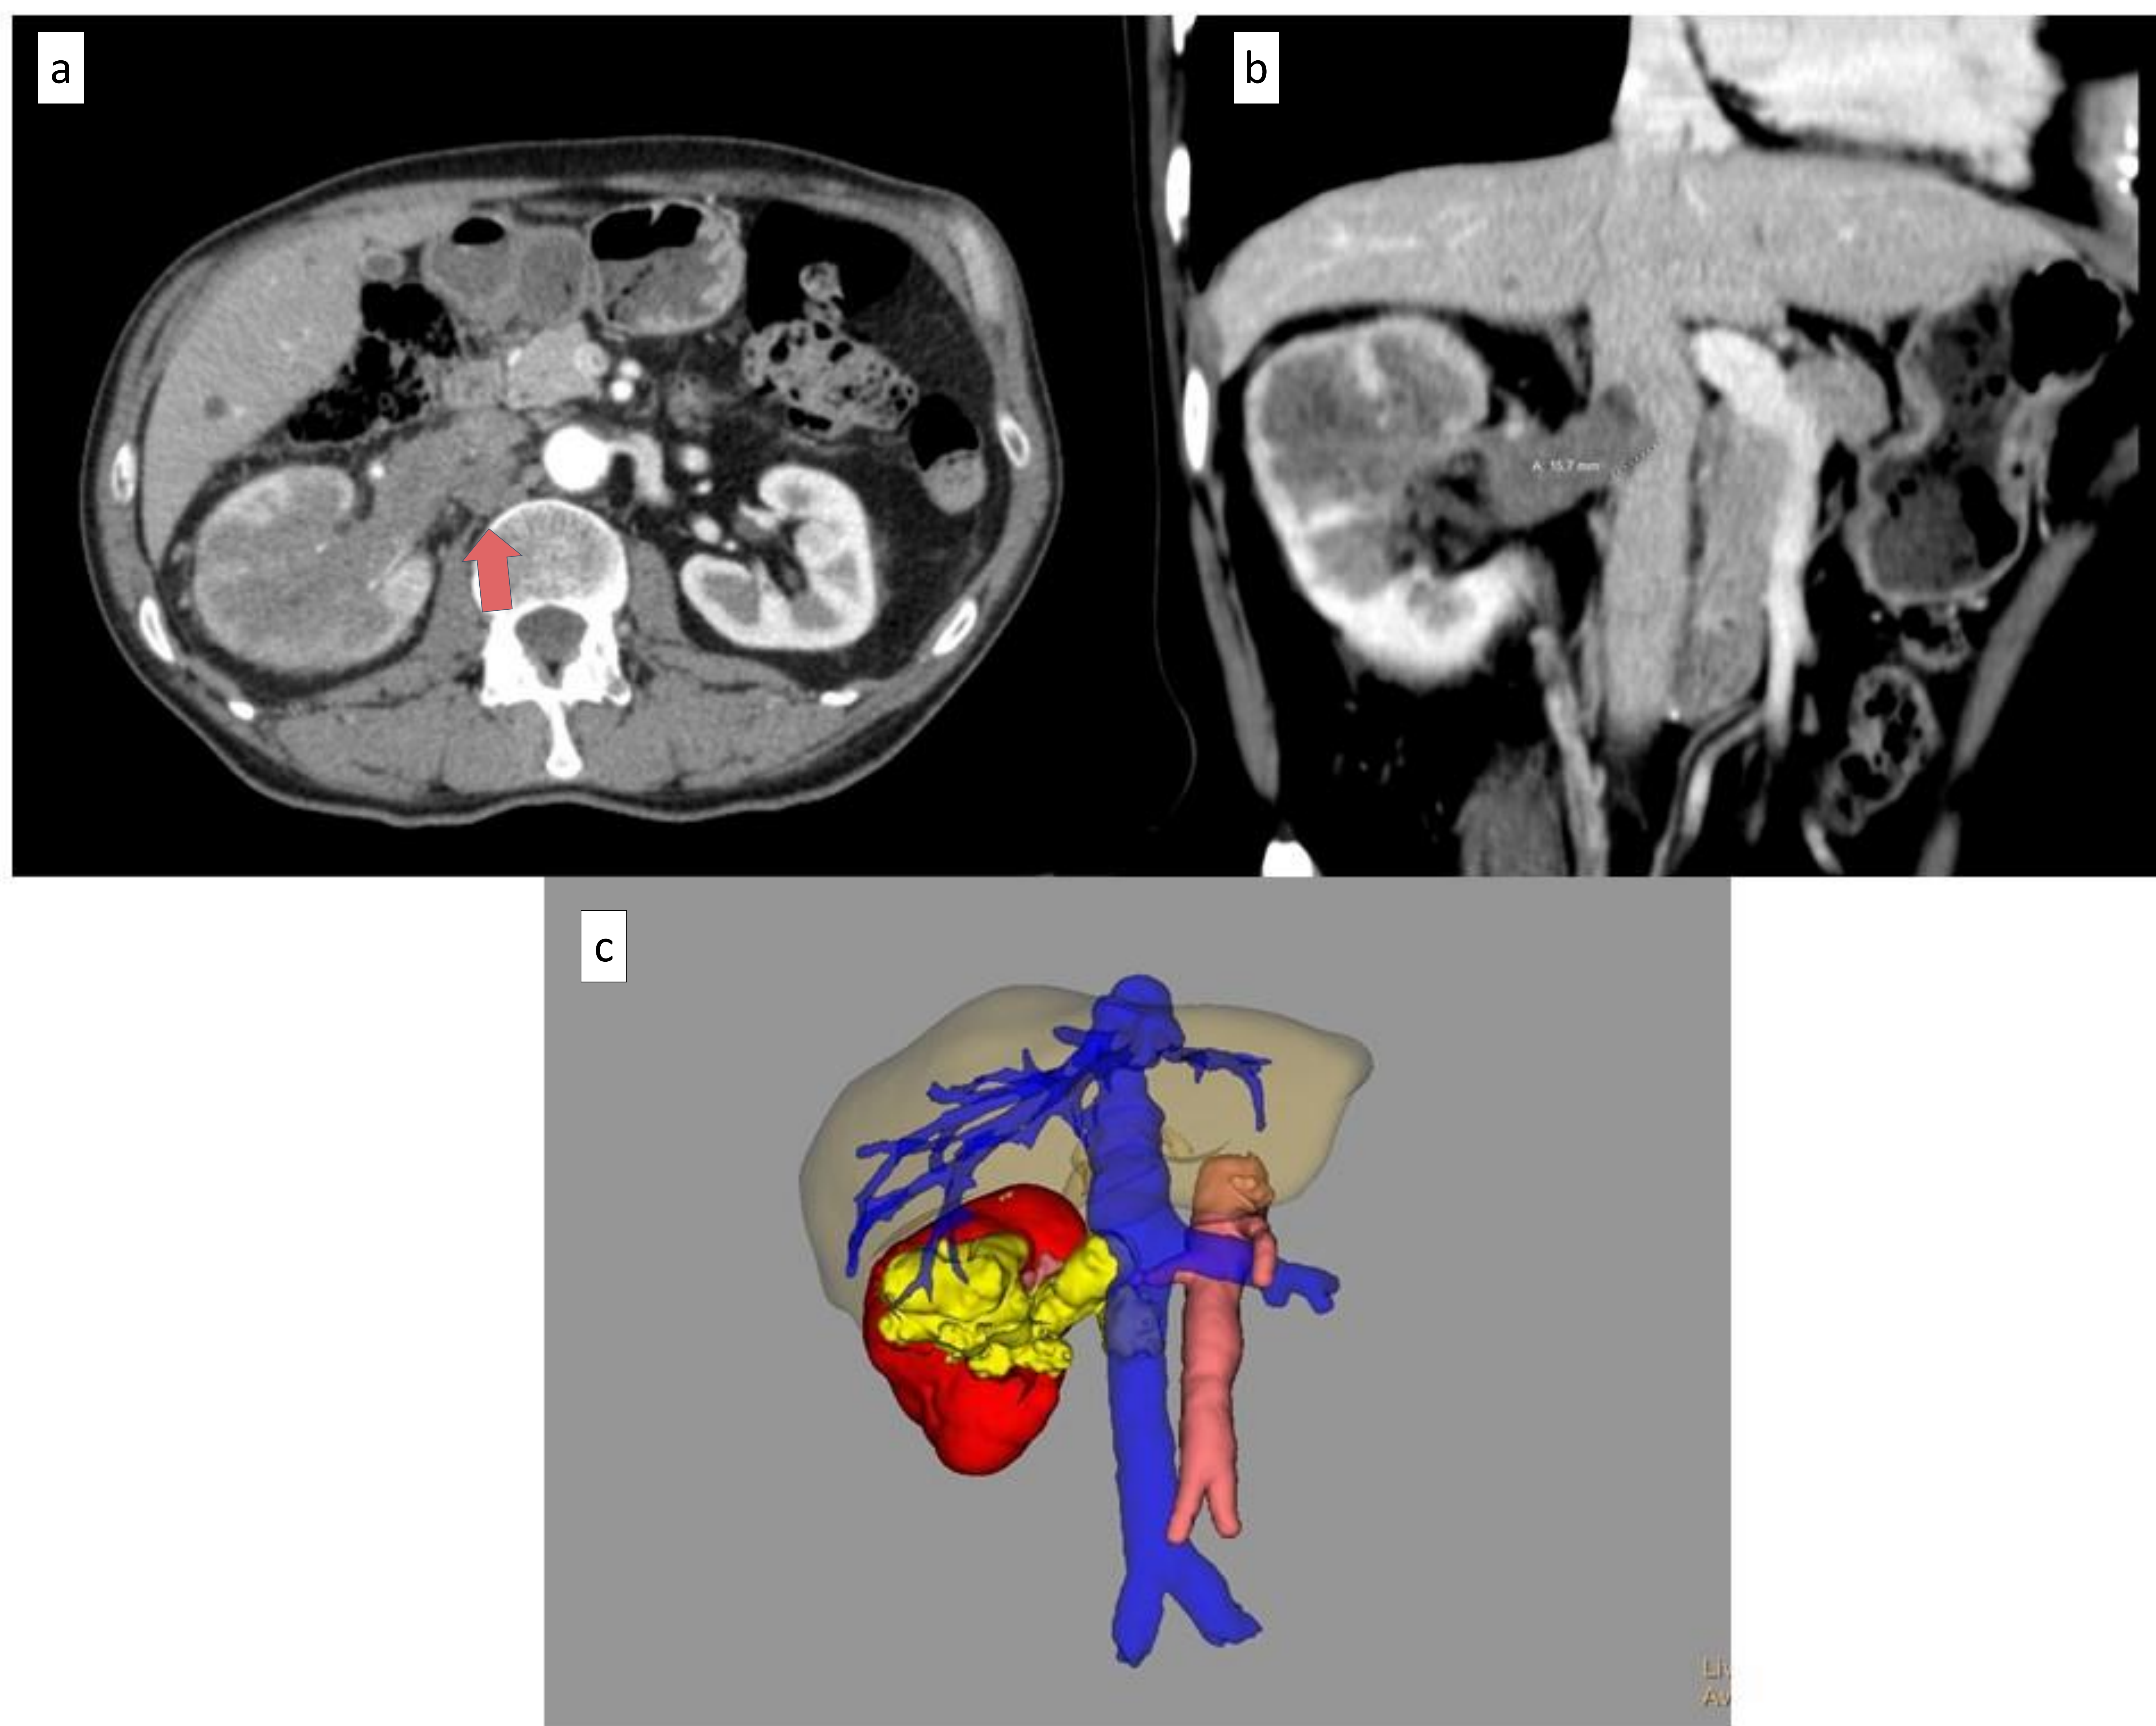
TC abdominopélvico con fases arterial (a) y venosa (b), que muestra una lesión de aspecto neofornativo renal derecha predominantemente hipodensa, con ocupación de la luz de la vena renal derecha y ampliación del calibre vascular a expensas de un tejido con densidad de partes blandas, de aspecto tumoral, que alcanza la vena cava inferior hasta <2cm de la desembocadura de la renal. Existen adenopatías retroperitoneales asociadas (*flecha*) con pérdida del plano graso de clivaje con respecto a la cava que sugieren infiltración tumoral.
